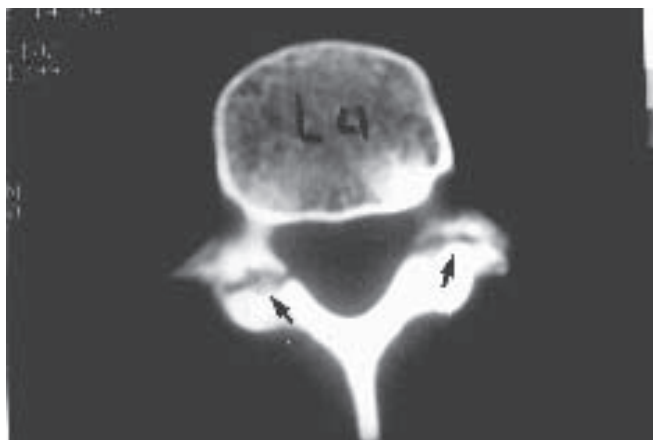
Tomografia axial computadorizada de bailarina com lombalgia. Espondilólise bilateral de L4 (seta).
